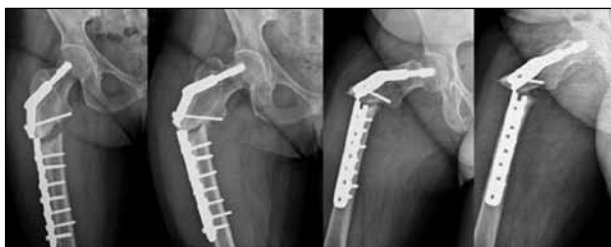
Radiografías de fémur derecho. Posoperatorio inmediato. Reducción y osteosíntesis con placa con tornillo deslizante. Se destaca la posición del tornillo cefálico en el tercio superior del cuello femoral.
